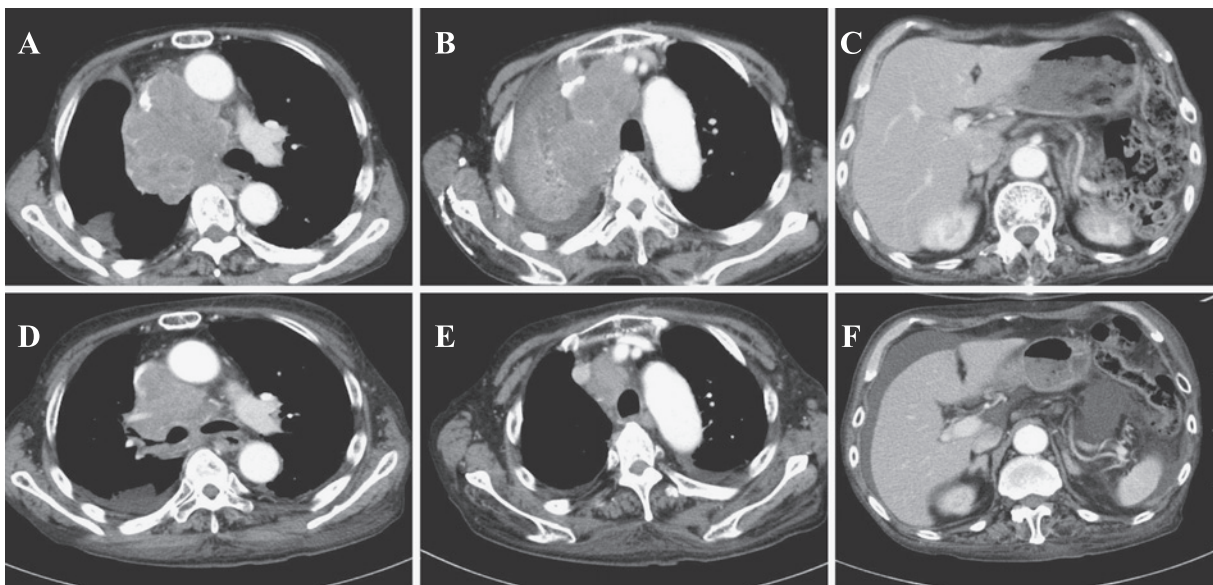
Computed tomography on first admission (A, B, C) shows a large mass in the right upper lobe, which was collapsed and atelectatic, and swollen mediastinal lymph nodes. Computed tomography on readmission (D, E, F) shows significant reduction in the size of the tumor and mediastinal lymph nodes, but pleural effusion, ascites, subcutaneous edema, and bilateral enlarged adrenal glands appeared.
